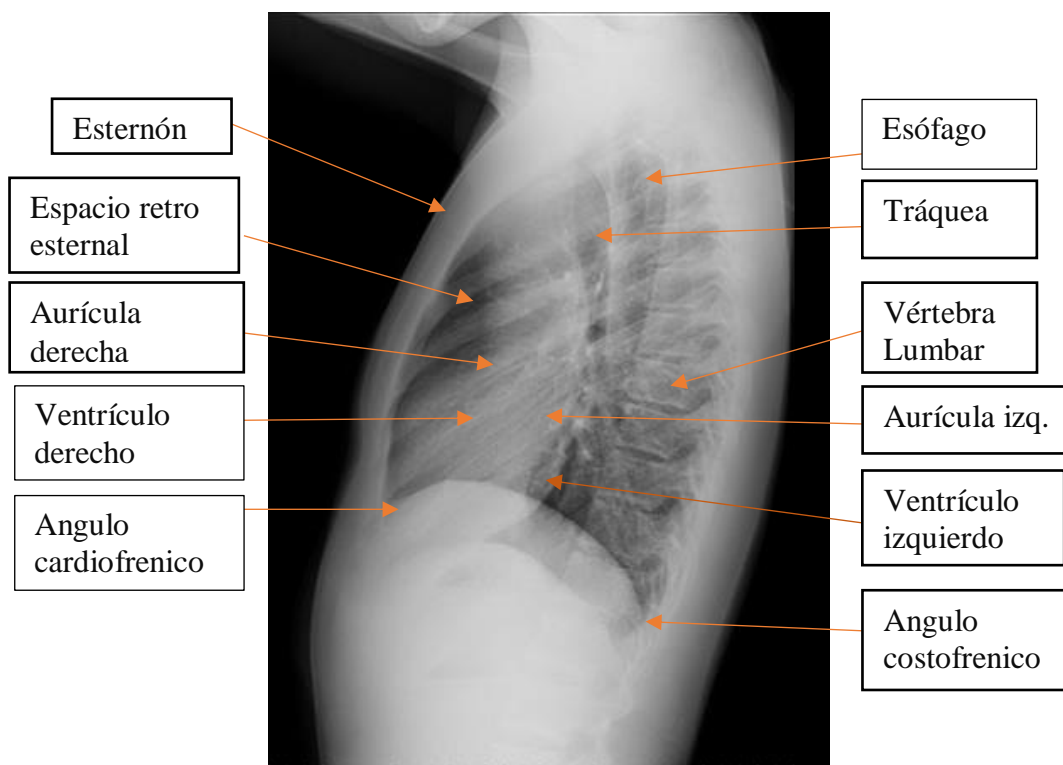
(s. f.). sochradi. *Radiografía de Tórax*. Recuperado 2 de marzo de 2021, de https://www.sochradi.cl/wp-content/uploads/infopacientes_examen_toraxycardio_rx_torax.jpg
